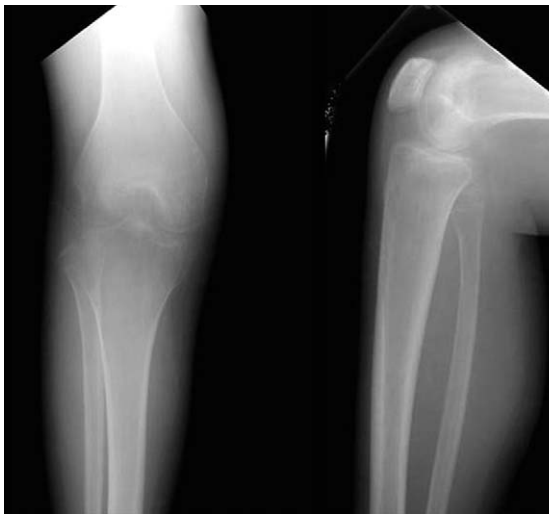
Plain radiograph shows diffuse osteoporosis around knee joint, osteolytic lesion in metaphyseal area of the tibia, and soft tissue swelling.
